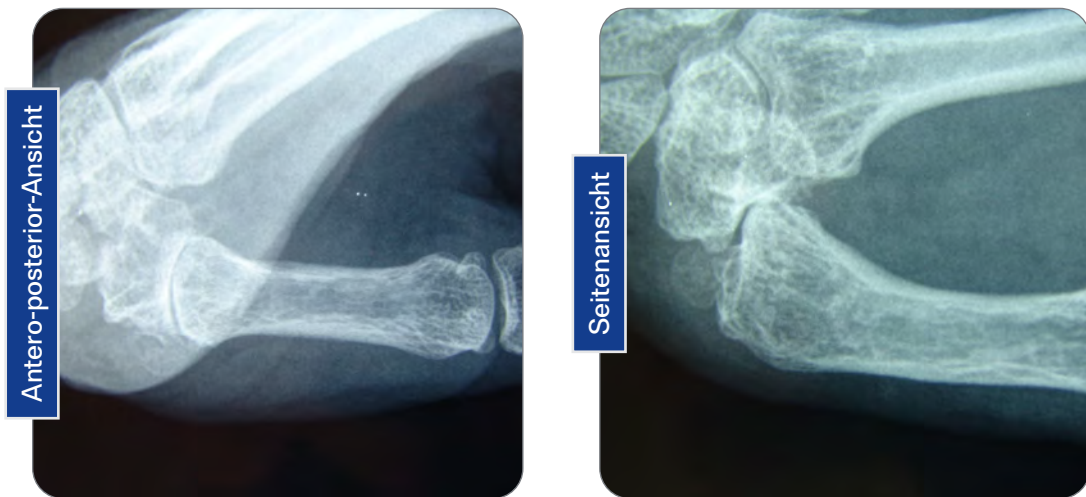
Röntgenaufnahmen – Dr. Renaud DUCHÉ, Frankreich
